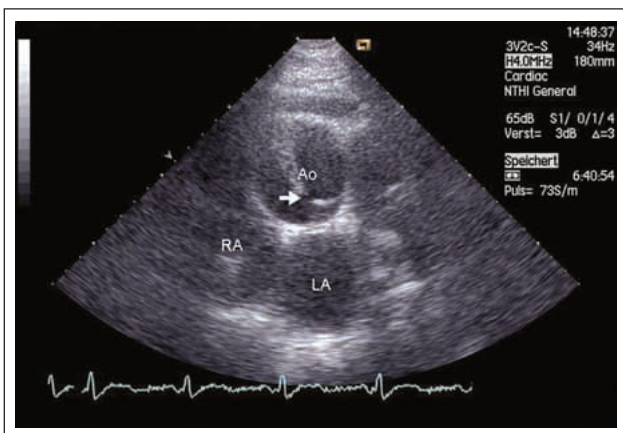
Echokardiogramm, modifizierte kurze Achse: Der Pfeil markiert die Dissektionsmembran mit „Tear“. RA = rechter Vorhof; LA = linker Vorhof; Ao = Aorta ascendens.
